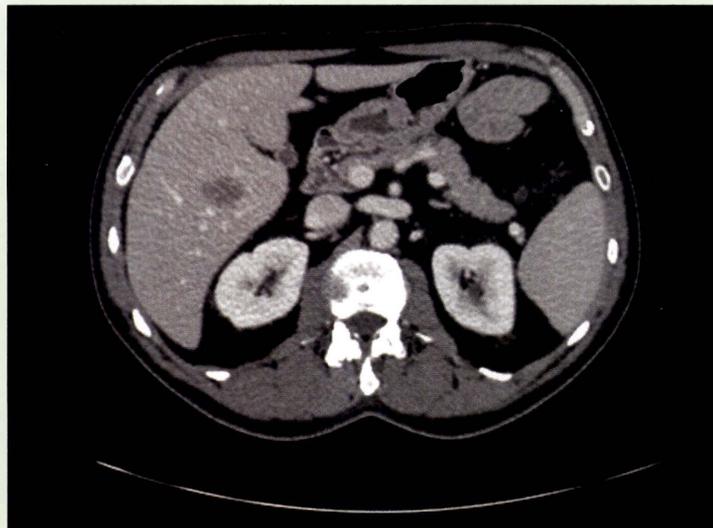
Contenu multimédia. Métastases hépatiques multiples unilobaires (TDM)
